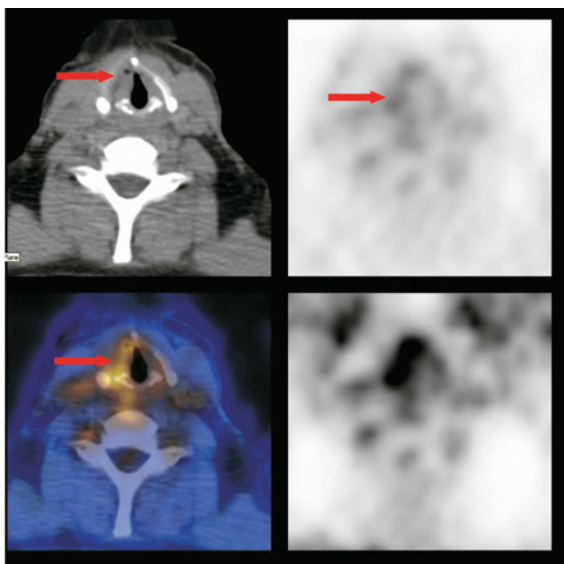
Captazione asimmetrica di FDG della corda vocale destra
